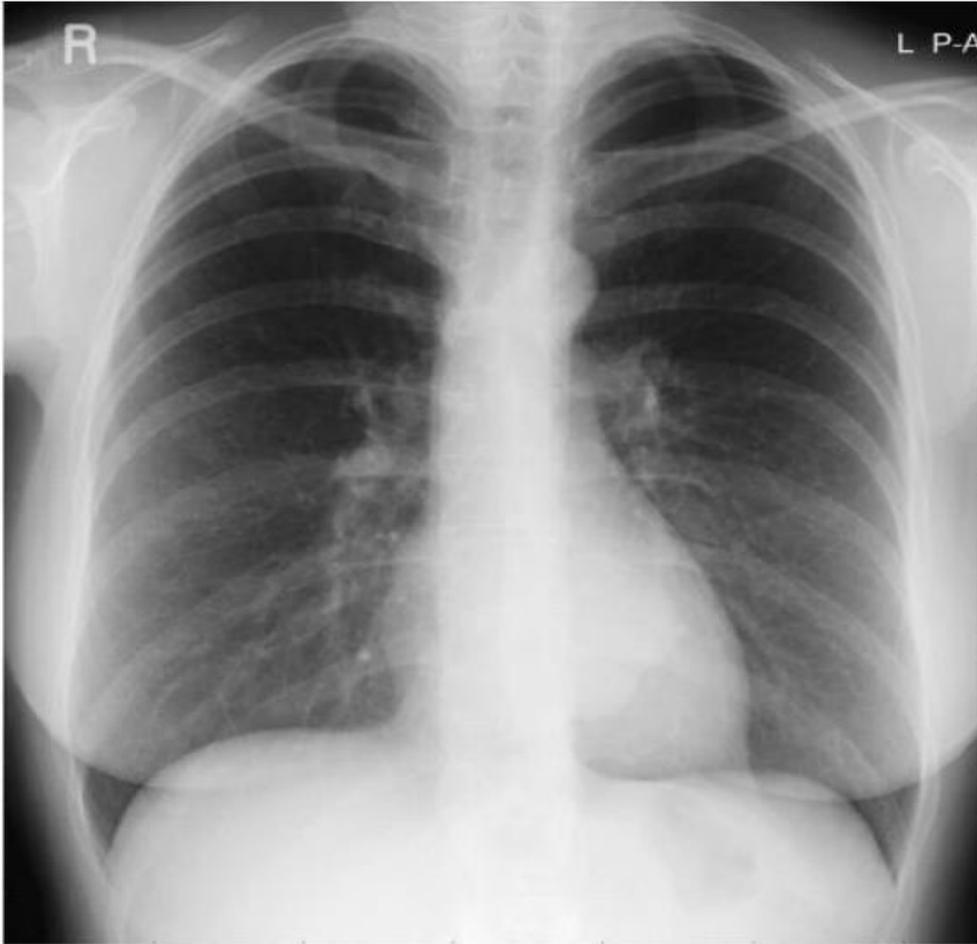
Normal postero-anterior (PA) radiograph of chest.
